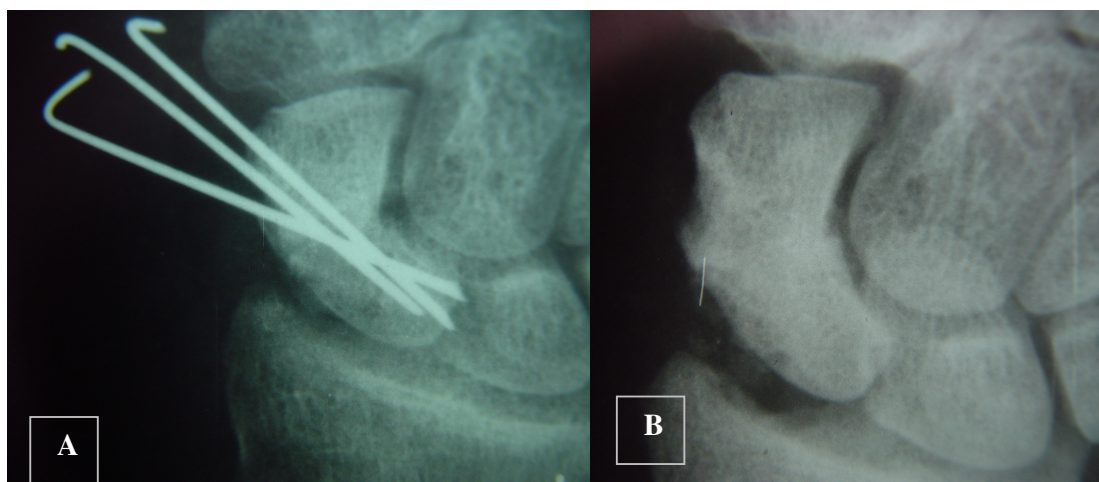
A) RADIOGRAFIA APÓS 8 SEMANAS, COM CONSOLIDAÇÃO B) RESULTADO APÓS 12 MESES
